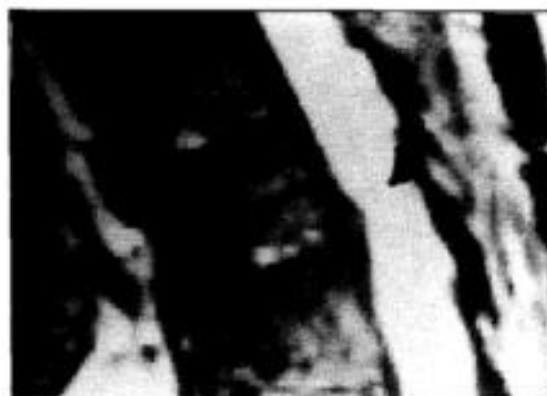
Paciente JFAF. RMN mostrando hérnia discal dorsal comprimindo a medula e corpos vertebrais foliáceos.
